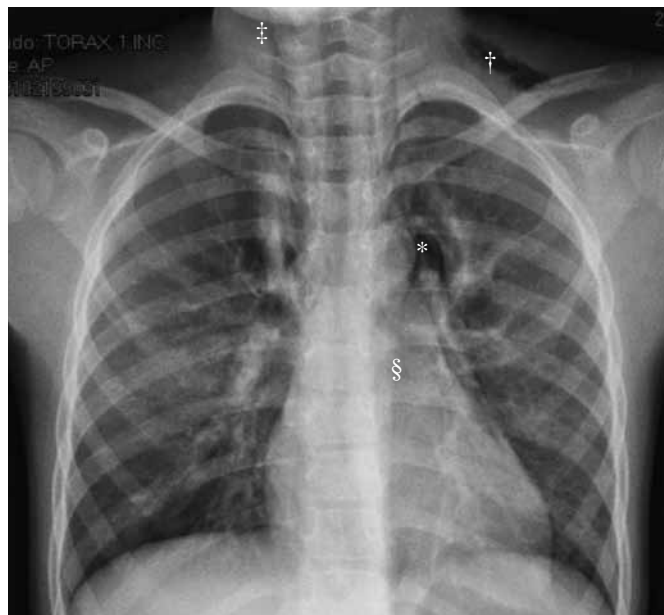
Radiografia torácica com sinais de pneumomediastino: imagem hipertransparente mediastínica paracardiaca contornando o botão aórtico (*), enfisema subcutâneo na região supraclavicular direita (+), linhas hipertransparentes com extensão a região cervical (‡) e ao longo do percurso da aorta descendente (§).
